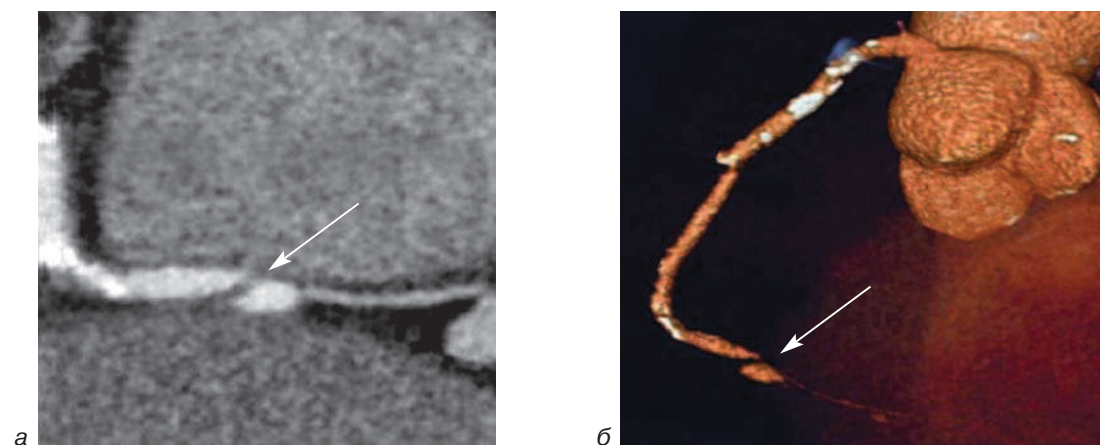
МСКТ-коронарография. Локальная диссекция дистального сегмента правой коронарной артерии у больного ОИМ нижней локализации. На продольной реконструкции (а) в просвете дистального сегмента артерии виден линейный участок отслоившейся интимы (стрелка), который на трехмерной реконструкции (б) выглядит как линейный дефект контрастирования (стрелка)
